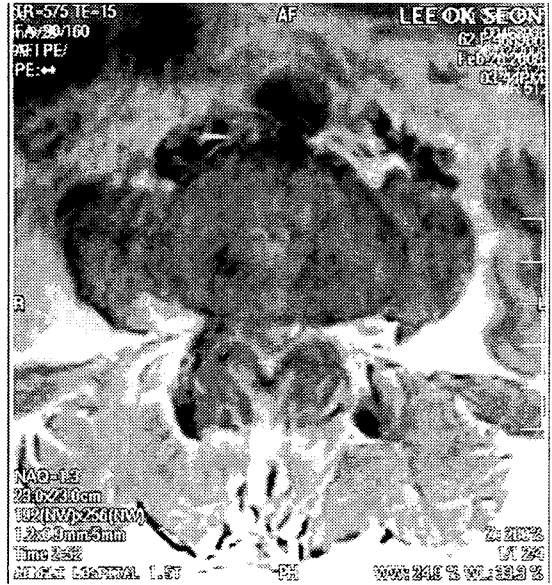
L-spine MRI (2008. 02. 26)
